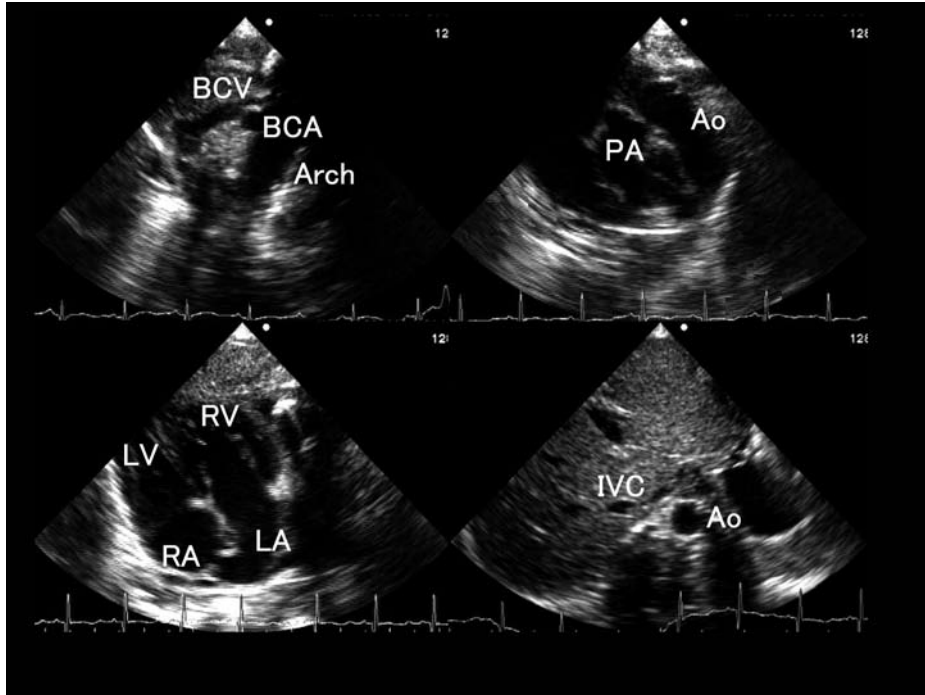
Horizontal views of two-dimensional tele-echocardiogram in case 5.
